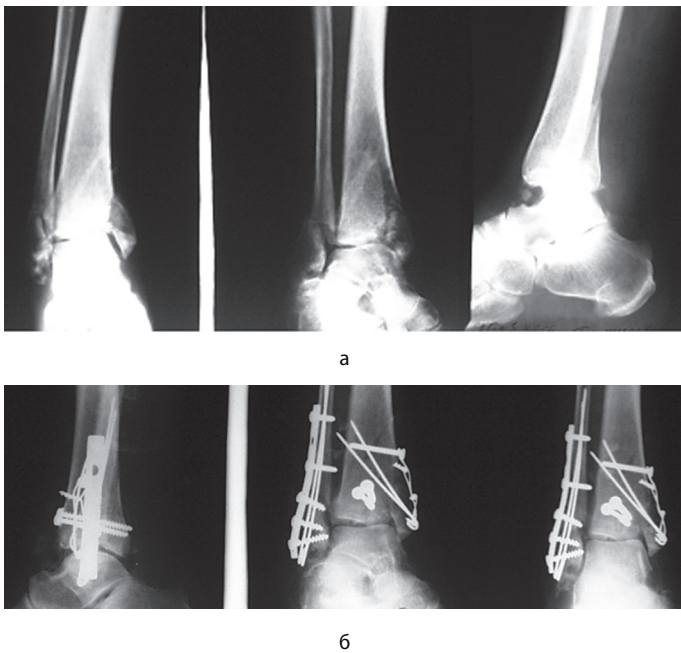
Рентгенограммы больной Б., 71 года, в день травмы (а) и при обращении в травмопункт (б) – пояснения в тексте
